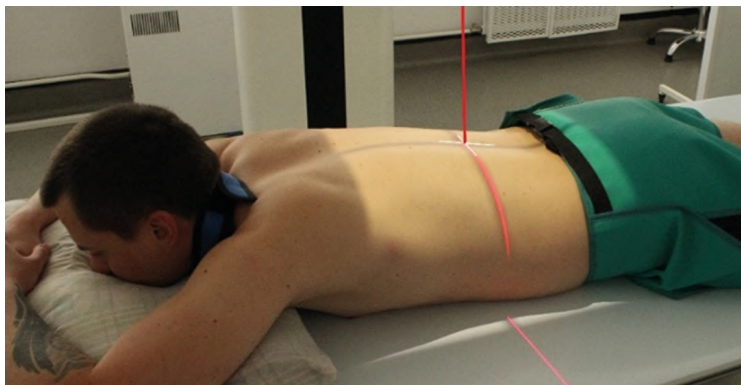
Рентгенография желудка. Передняя прямая проекция
